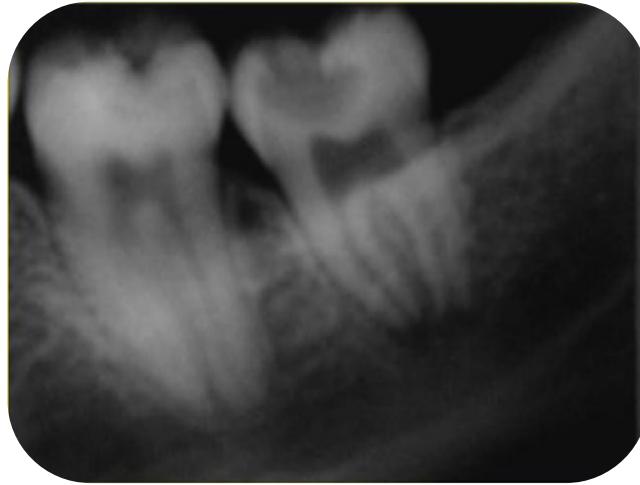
Rx profunda en molar 38. No confundir la imagen del saco dentario con una lesión periapical.
